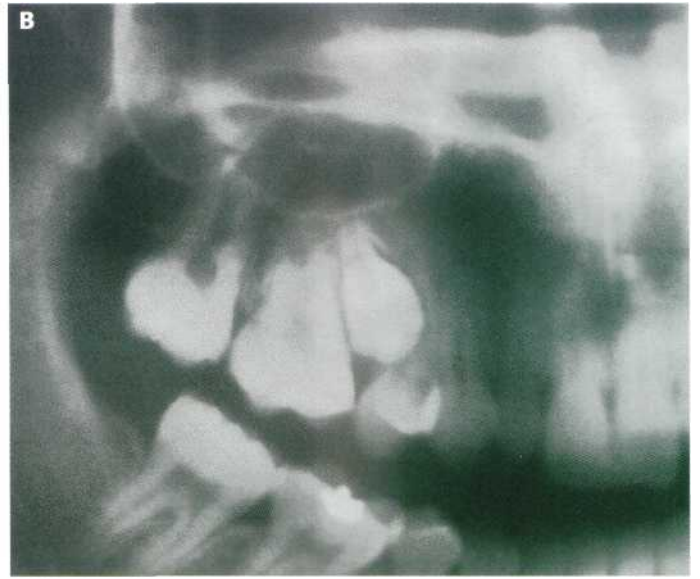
Segundo premolar superior erupcionado por palatino. (A) Aspecto clínico. (B) Detalle de la ortopantomografía.
